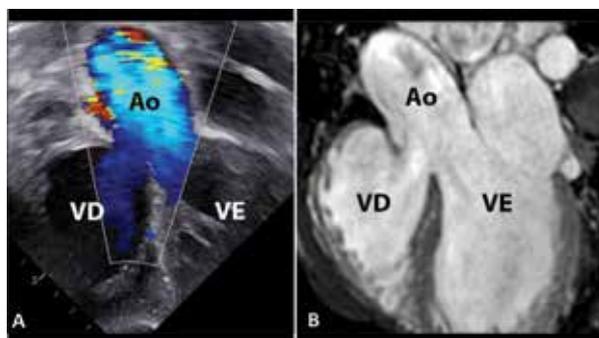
Paciente de 33 anos, Tetralogia de Fallot, evolução tardia sem abordagem cirúrgica. Dextroposição da raiz da aorta e comunicação interventricular por mau alinhamento, comparação entre Eco com mapeamento Doppler em cores (A) e RM (B).
